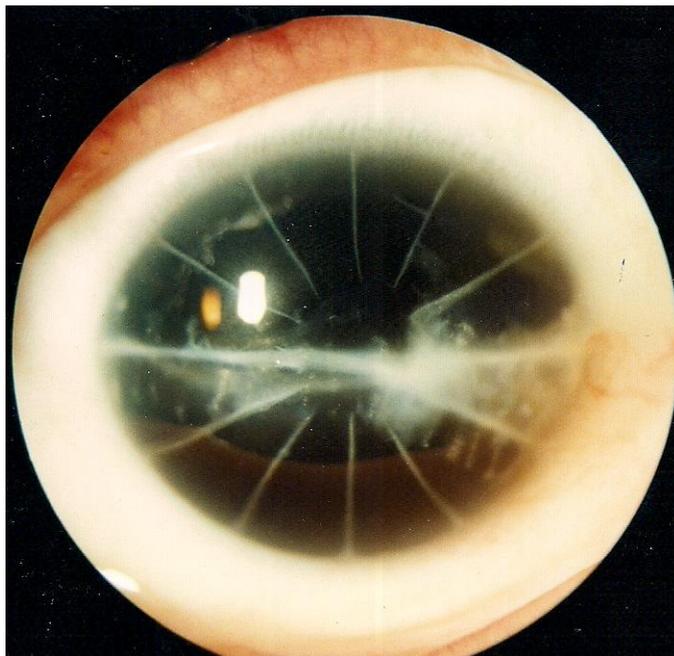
Больная Г., OD – исход контузии глаза после рефракционной кератотомии, аниридия, афакия.
